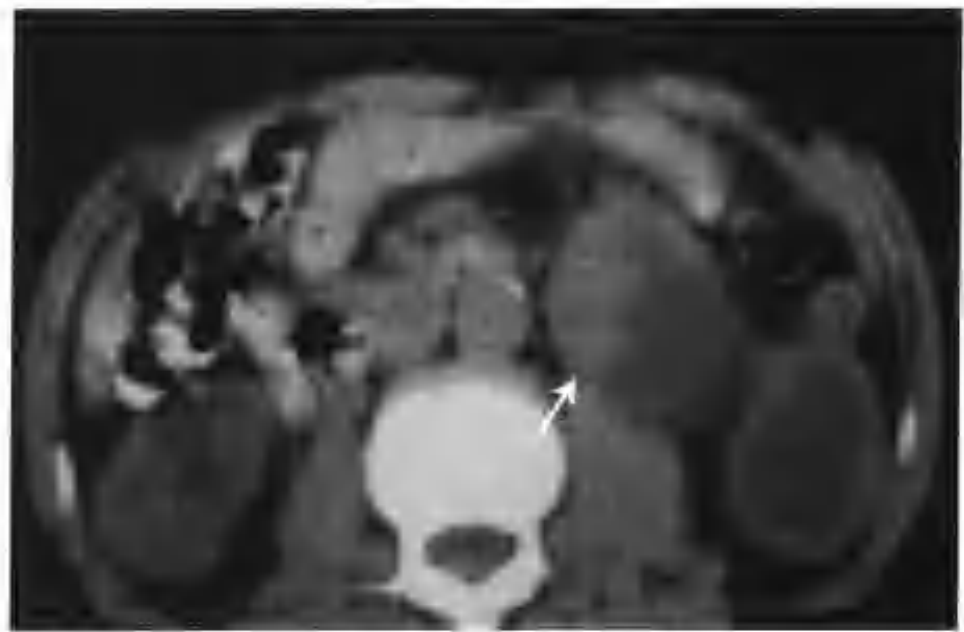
左肾盂移行细胞癌 II 级 (CT 见左肾盂壁局部明显增厚, 肾盂明显扩张积液 (箭头))
